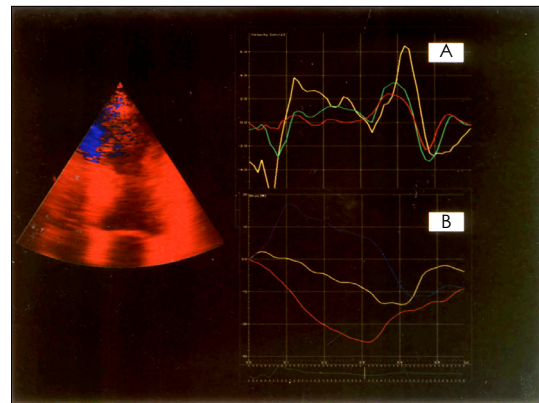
Quantitative Doppler tissue velocity (A) and strain (B) in anterior myocardial infarction. Apical septum showed dyskinetic movement. Doppler tissue velocity of apical segment shows 0 (red color), but strain shows positive (blue color).
